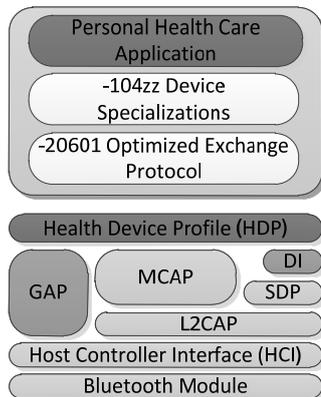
Pila de protocolos X73PHD sobre BT HDP
